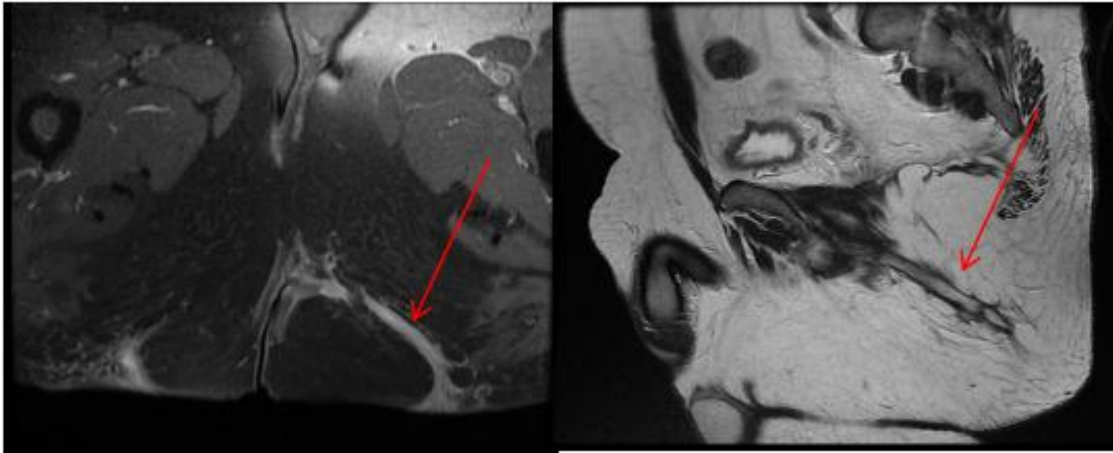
images d'IRM AP en séquence T2 montrant des trajets fistuleux complexes
